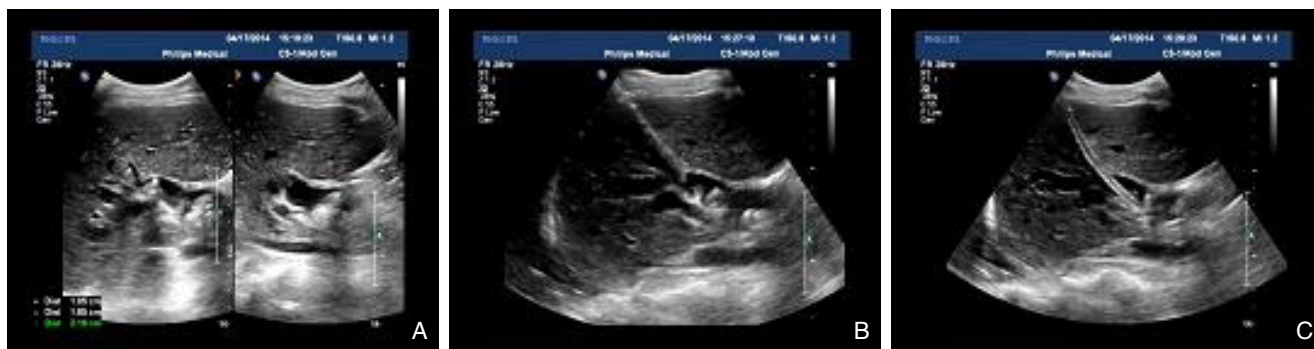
超声引导下建立引流及胆道镜取石通道 A: 术前超声显示靶点管及结石分布; B: 16 F 穿刺导管针一步法穿刺靶胆管; C: 置入 16 F 外导管建立通道
